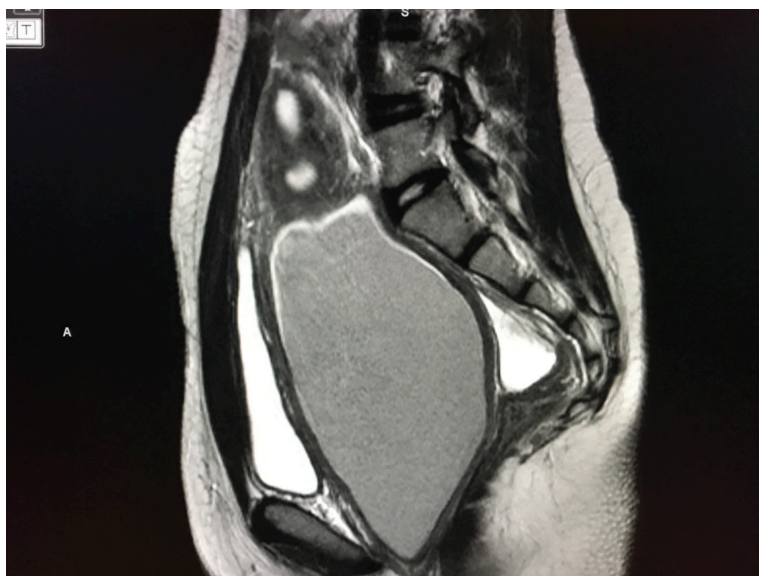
Ressonância no plano sagital em T2 mostrando hematocolpo distendendo a cavidade vaginal.
